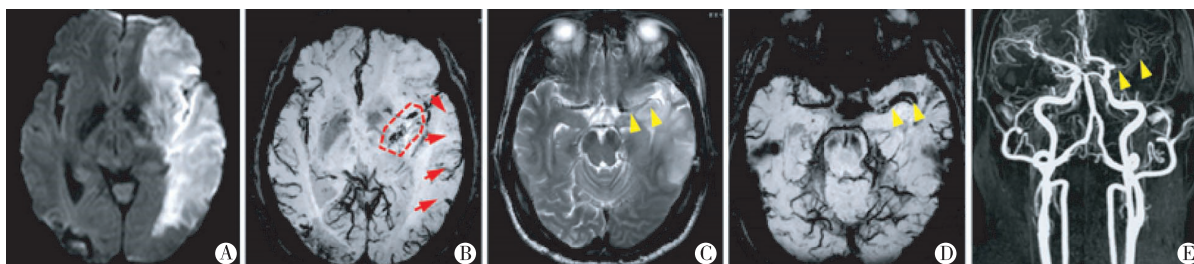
B 型 CMB: 左侧大脑中动脉供血区急性脑梗死,DWI(A)可见左侧 MCA 供血区大片高信号,SWI(B)可见左侧基底节区多发条片样不规则低信号(红圈),同时可见 MCA 分支血管较对此明显减少(红箭)。T2WI(C)图像显示左侧大脑中动脉流空信号消失,呈稍高信号,提示血栓形成,SWI(D)可见左侧 MCA 走行区粗大条状低信号,相应 MRA(E)图像可见左侧 MCA 闭塞(黄箭头)。
